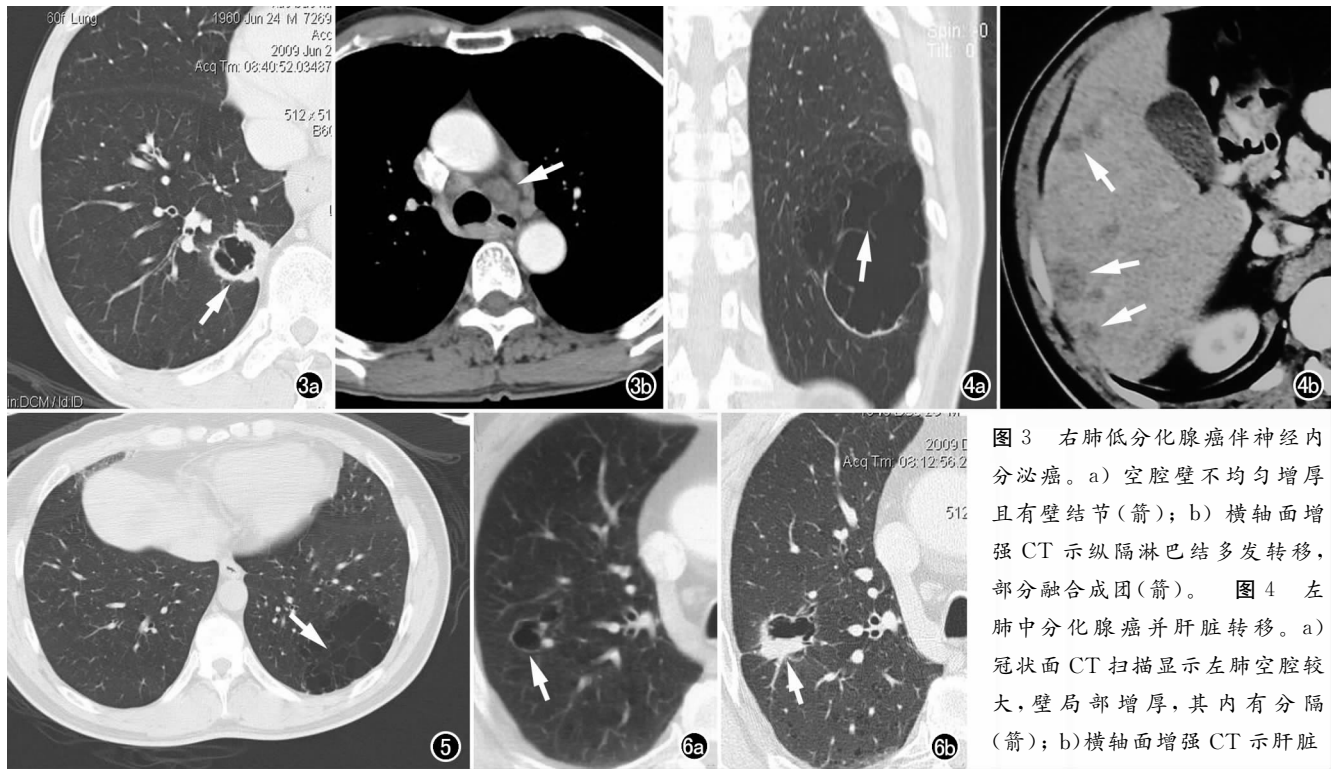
右肺低分化腺癌伴神经内分泌癌。a) 空腔壁不均匀增厚且有壁结节(箭); b) 横轴面增强 CT 示纵隔淋巴结多发转移, 部分融合成团(箭)。
